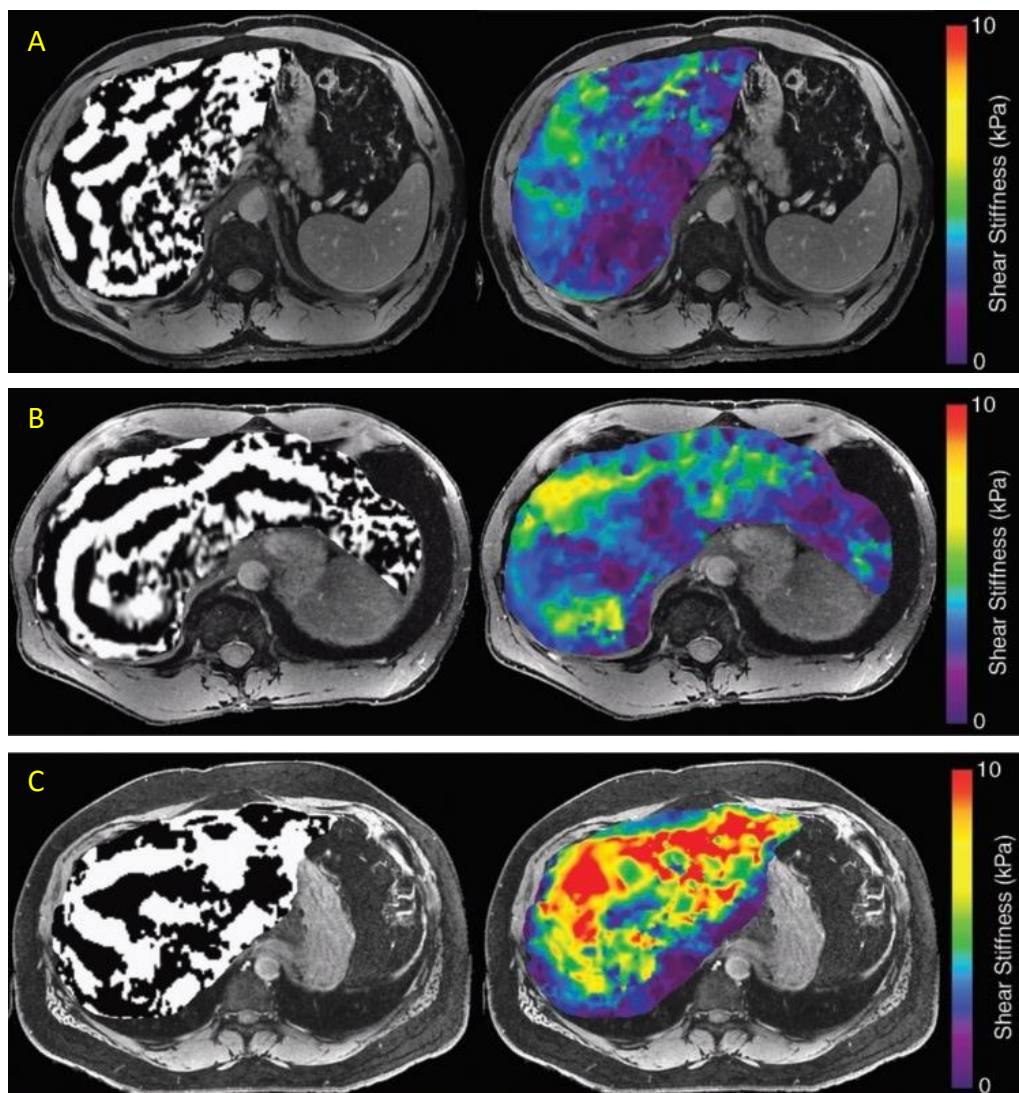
Ejemplo de elasto-RM de 3 pacientes con diferentes estadios de fibrosis hepática. Las imágenes de la izquierda corresponden con imágenes de propagación de la onda y las de la derecha elastogramas. A. Paciente con biopsia F0 (sin fibrosis). B. Paciente con estadio F2 y C. Paciente con estadio F4. Los tres elastogramas muestran progresivamente mayor rigidez (mayor cantidad de color rojo), hecho que concuerda con los análisis histológicos. A mayor estadio de la enfermedad se incrementa la rigidez hepática.
